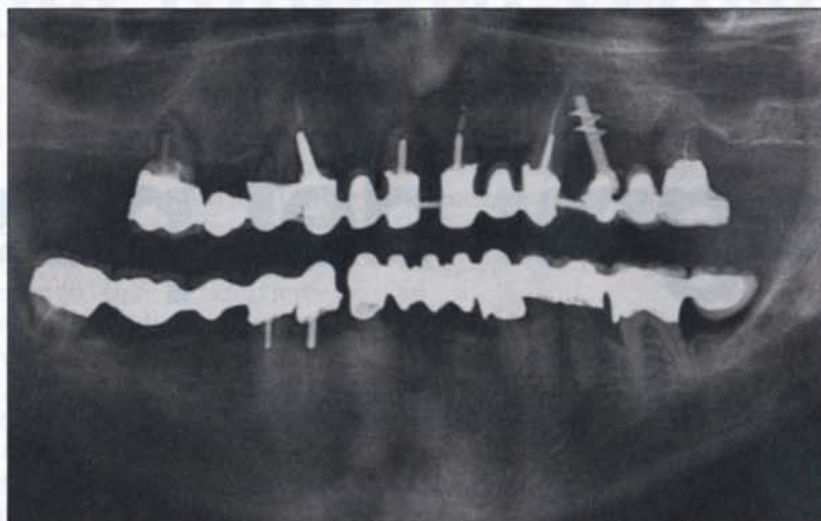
a-b - Indagine radiografica (A), con dima chirurgica (B).
